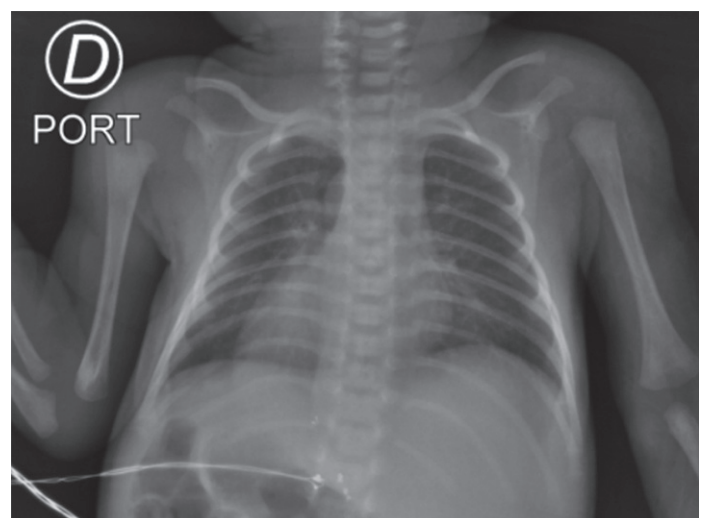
Radiografía de tórax postnatal, con hallazgos de sombra hepática proyectada en el lado izquierdo, ápex cardíaco derecho, botón aórtico hacia la derecha, tráquea central sin evidencia de lesiones en su luz, infiltrados intersticiales parahiliares bilaterales, densidad acorde con la edad.
